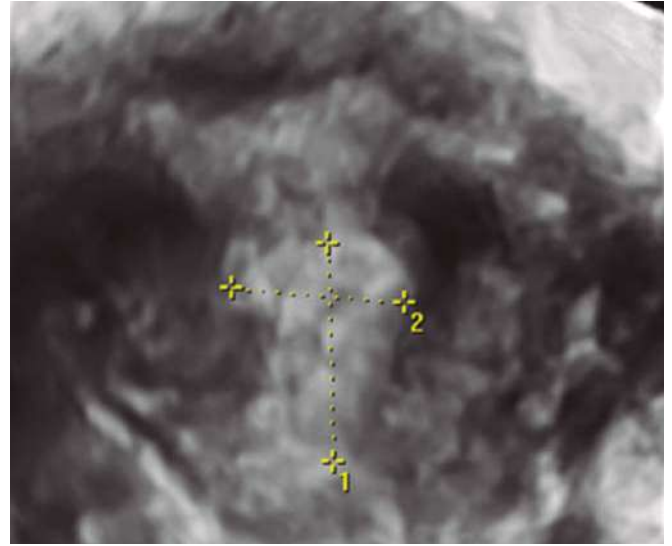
Ecografía previa a la braquiterapia. Imagen de tumor residual después de radioterapia externa en paciente con adenocarcinoma de endometrio. Se identifica tumor residual de 14 mm × 11 mm. en el tercio medio de la pared anterior uterina (delimitado por los cursores en sus dimensiones cráneo-caudal y transversal), en un plano coronal del útero obtenido mediante ecografía tridimensional con sonda vaginal (Fig. 2) (Voluson V730Expert, General Electric, Germany). Efectuada por: Dra. Cristina Ros Cerro. Unidad de Ecografía Ginecológica, ICGON, Hospital Clínic de Barcelona.
